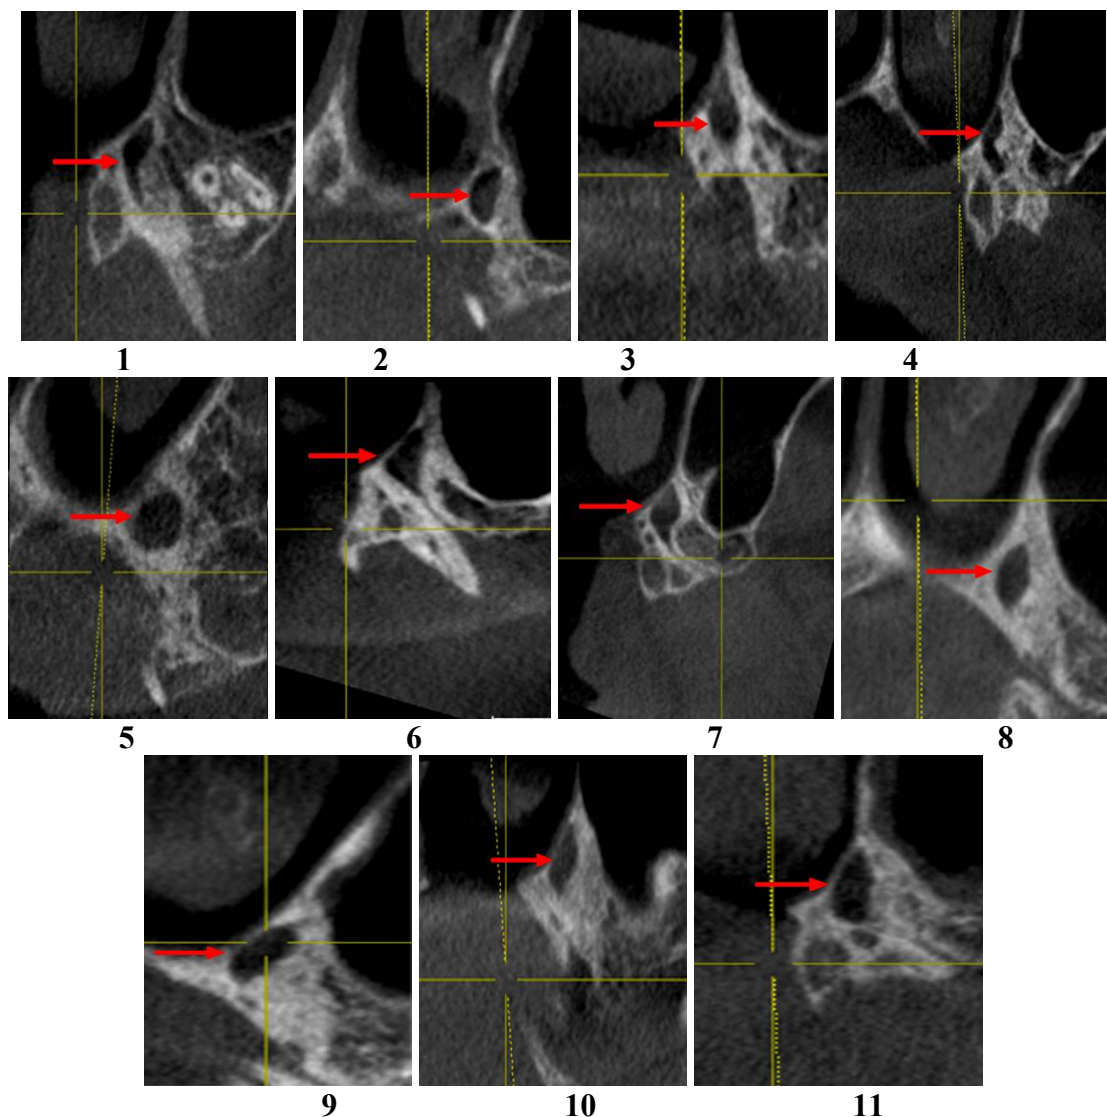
Конусно-лучевая компьютерная томограмма. Форма большого нёбного отверстия: 1 – серповидная; 2 – полукруглая; 3 – овоидная; 4 – бобововидная; 5 – округлая; 6– треугольная; 7 – ромбовидная; 8 – овальная, вытянутая в передне-заднем направлении; 9 – овальная, вытянутая в медиодистальном направлении; 10 – винтообразная, 11 - каплевидная
